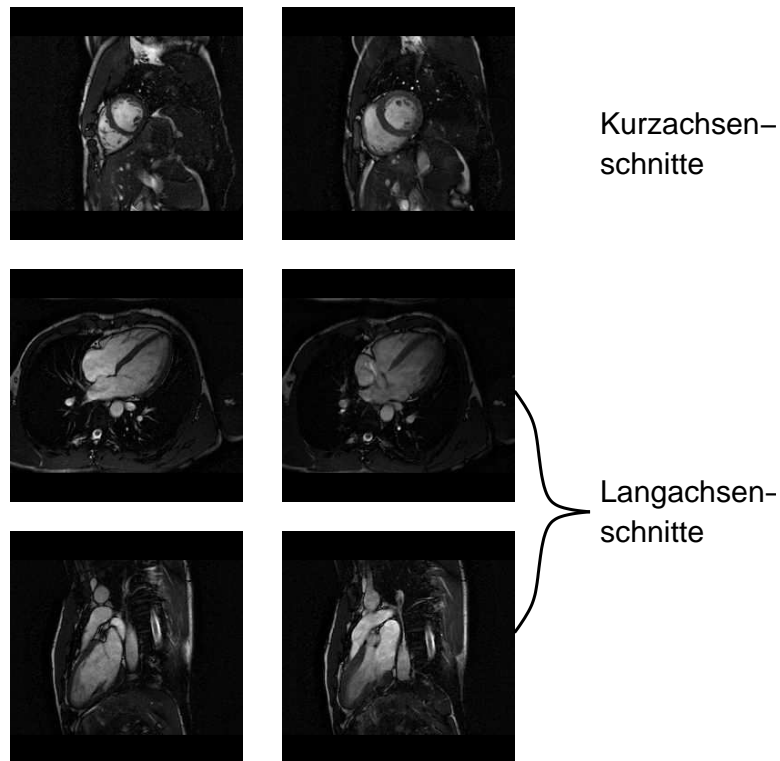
MRT-Daten. Dargestellt sind Schnitte durch den Oberkörper. Die hellen Bereiche zeigen das Herz, mit linkem und rechtem Ventrikel.
